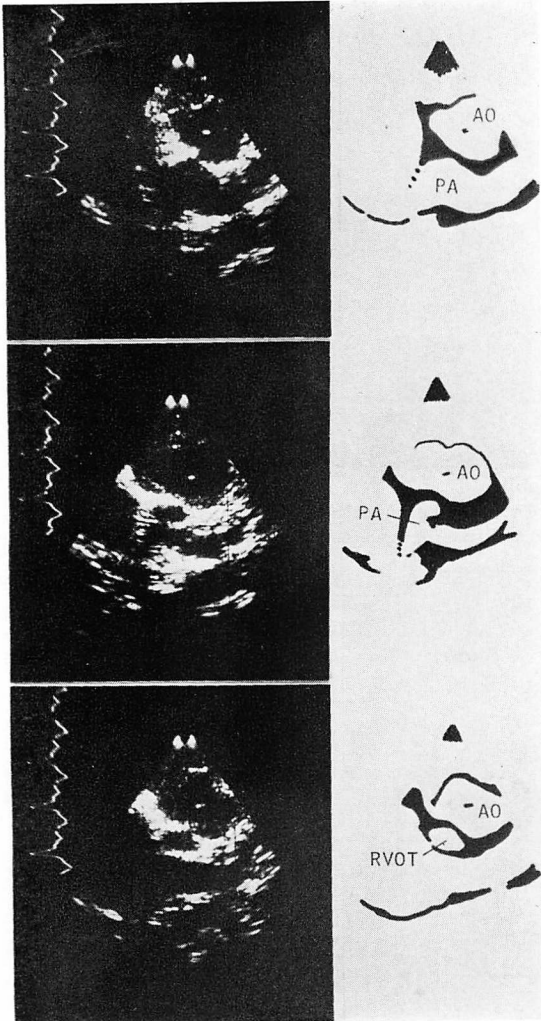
Two-dimensional echocardiographic findings of parallel relationship in a patient with double outlet of right ventricle [S, D, D].
